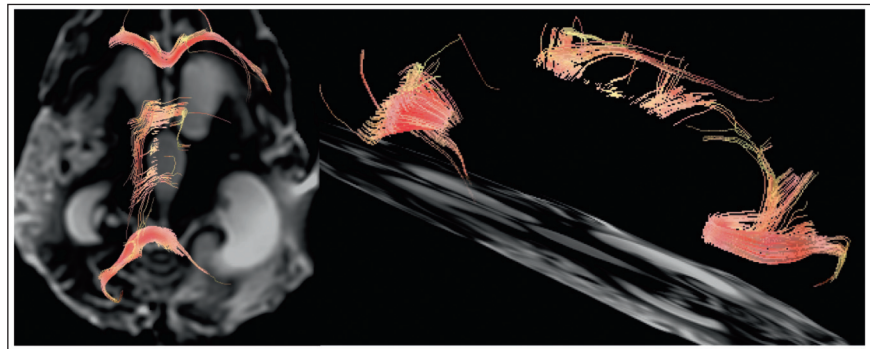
МРТ в диффузно тензорном режиме той же пациентки 2010 г.
